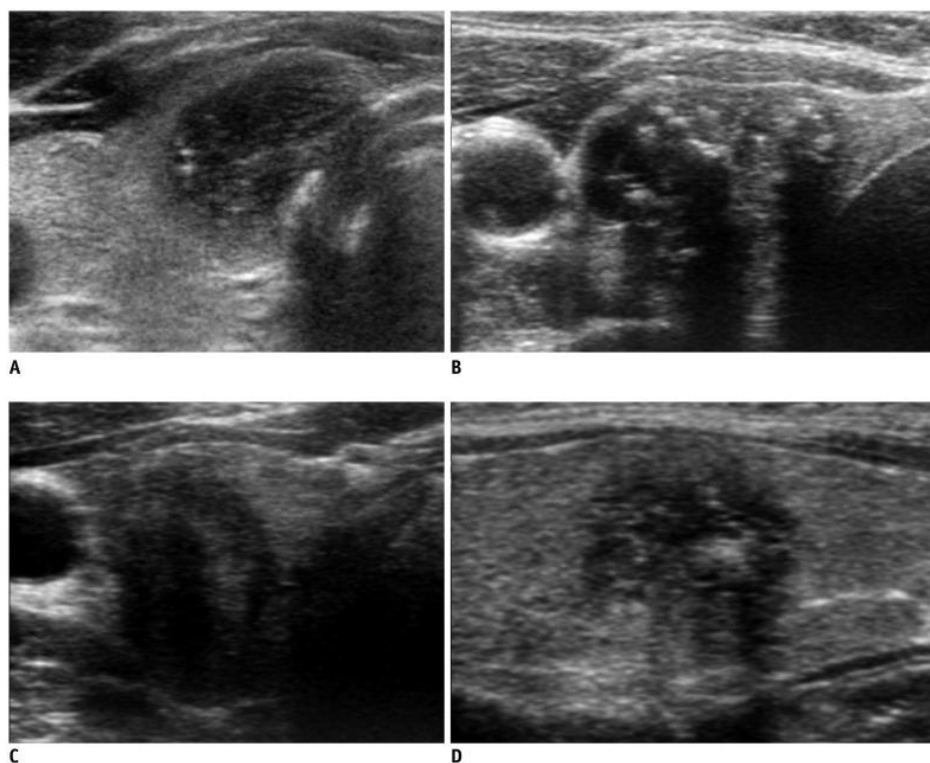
Esempi di nodulo tiroideo all'immagine ecografica.
